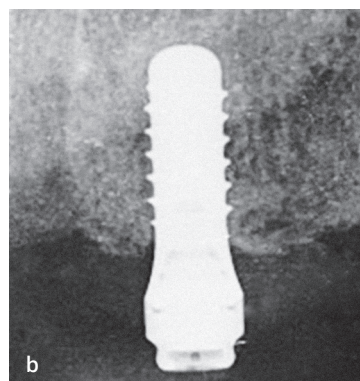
б Клінічне та рентгенологічне зображення здорових періімплантатних тканин через 7 років після фіксації ортопедичної конструкції. Зверніть увагу на відсутність ознак запалення та деструкції кісткової тканини.
